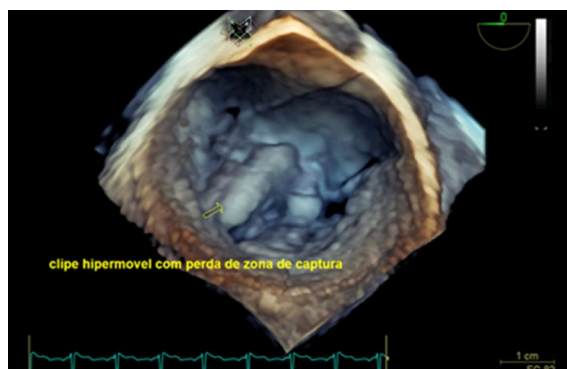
Ecocardiograma transesofágico tridimensional com reconstrução tridimensional mostrando perda de capturado MitraClip®.
